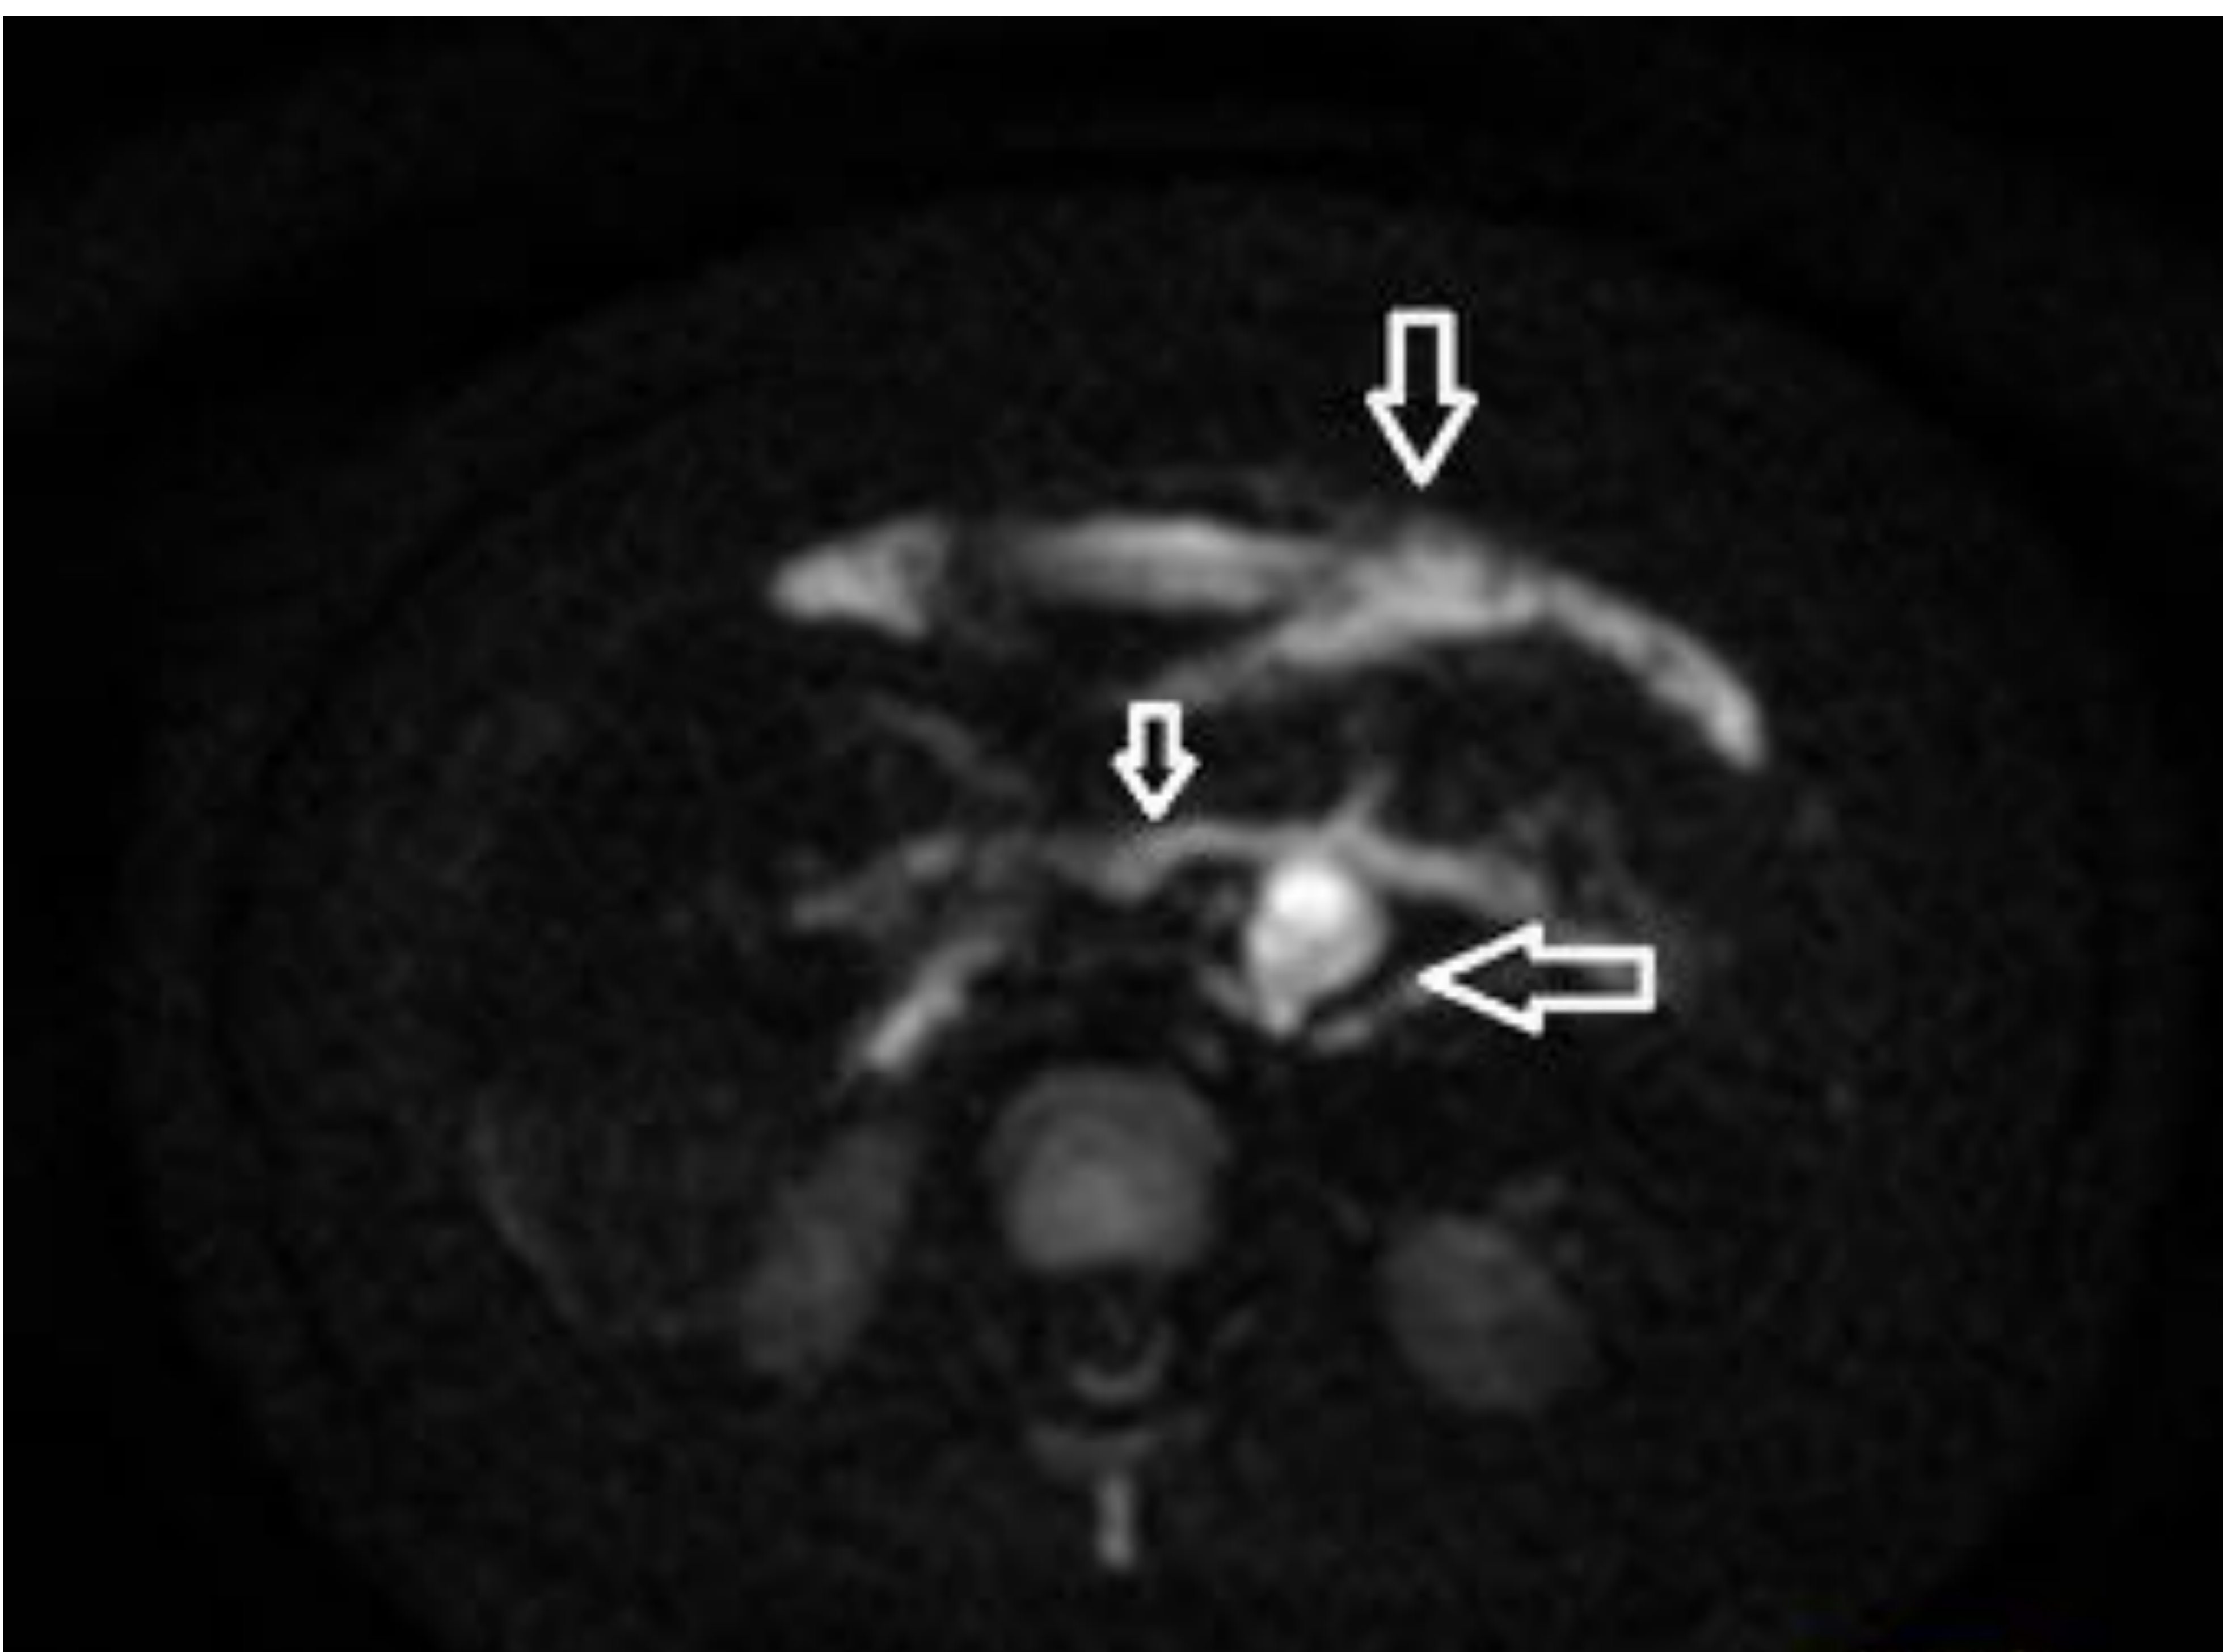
secuencia de DWI en niño con TBC que muestra adenopatía mesentérica patológica así como infiltración omental y peritoneal
